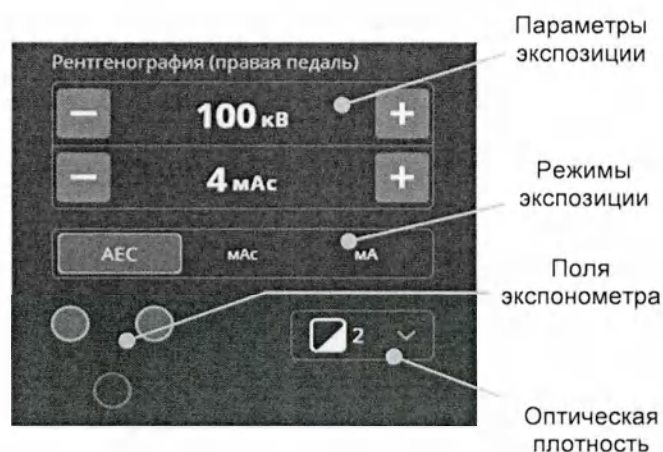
Параметры рентгенографии при АЕС
